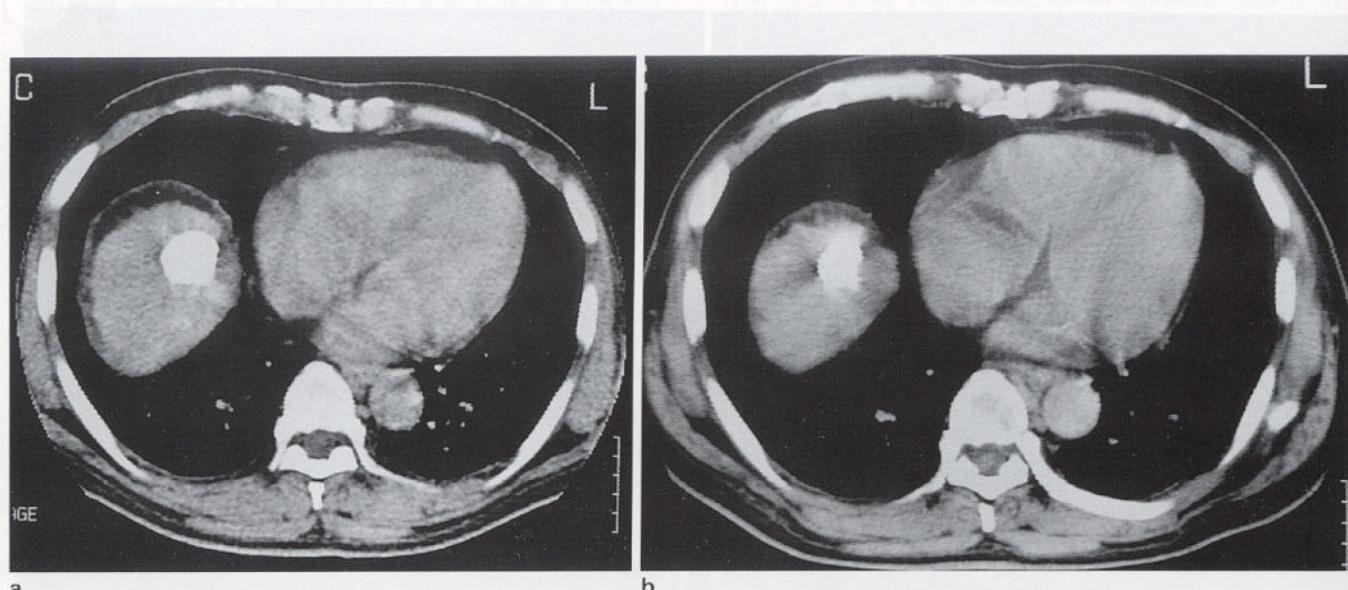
a. Three-week follow-up CT scan after TACE shows a 3cm-sized nodule with the type Ia Lipiodol deposition in the segment 8.
